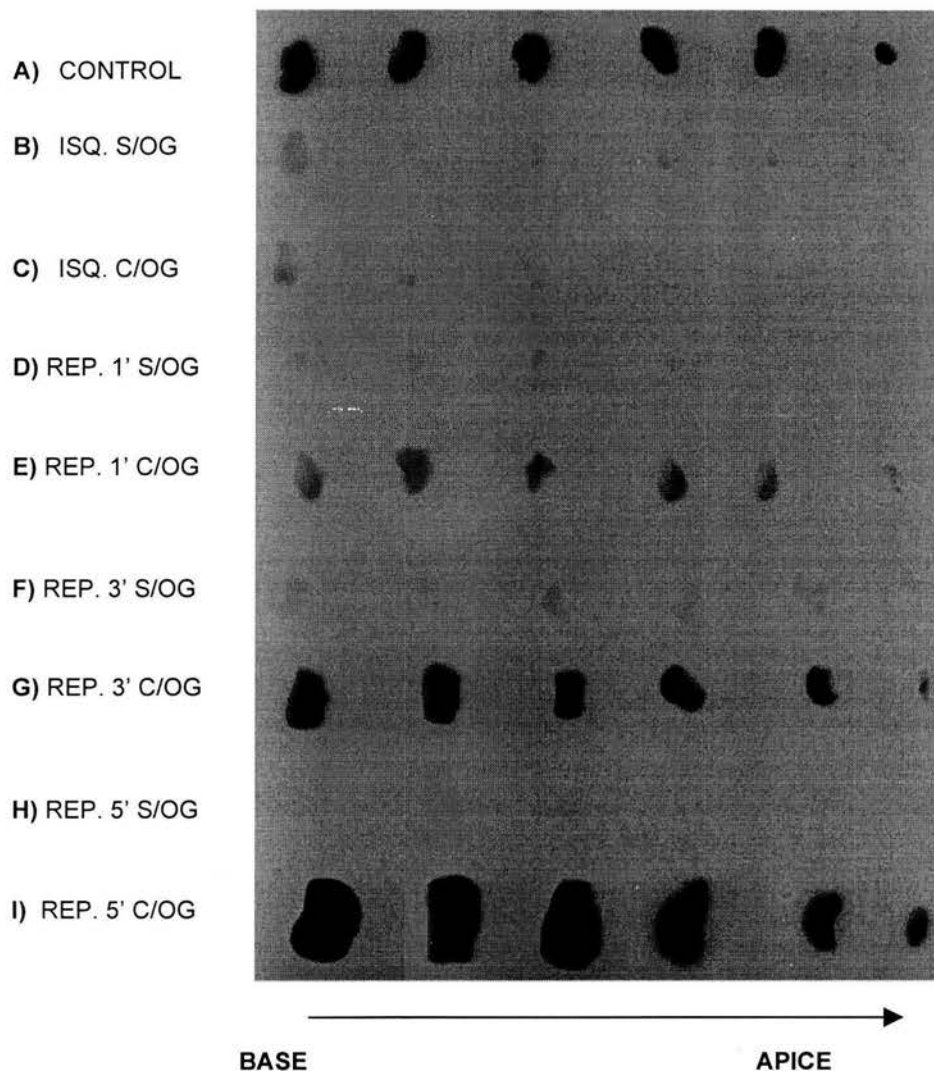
Autorradiografía de ventrículo izquierdo marcado con  $^{201}\text{Tl}$  de ratas control, no tratadas (S/OG) y tratadas (C/OG), durante el periodo de isquemia y reperfusión. Se observa que a pesar del daño ocasionado por la isquemia las ratas tratadas con OG conservan su integridad estructural. ISQ: Isquemia. REP: Reperfusion.
